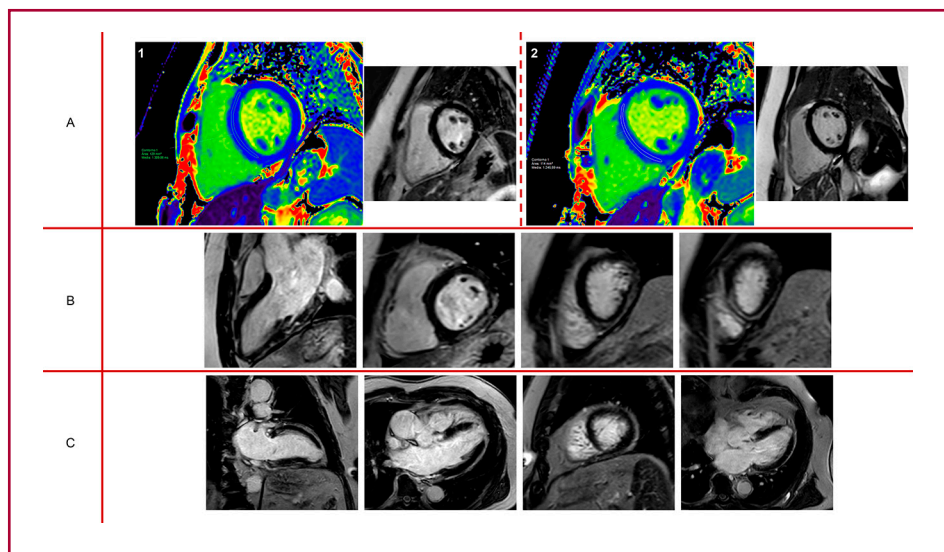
Ejemplos de hallazgos en la Resonancia Magnética Cardíaca
